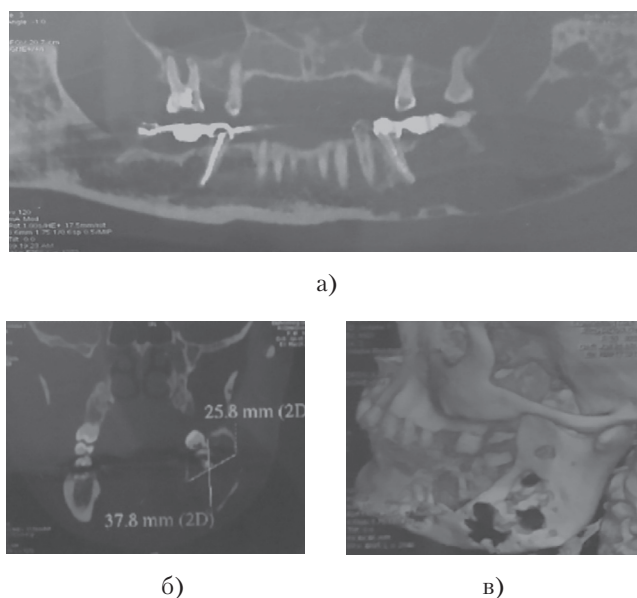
Отпечаток компьютерной томограммы пациентки О., от 2013 года: а) Панорамный снимок челюстей; б) поперечный разрез челюстей в месте деструкции; в) 3-х мерная реконструкция пораженного участка. Данные компьютерной томографии 2013 года
